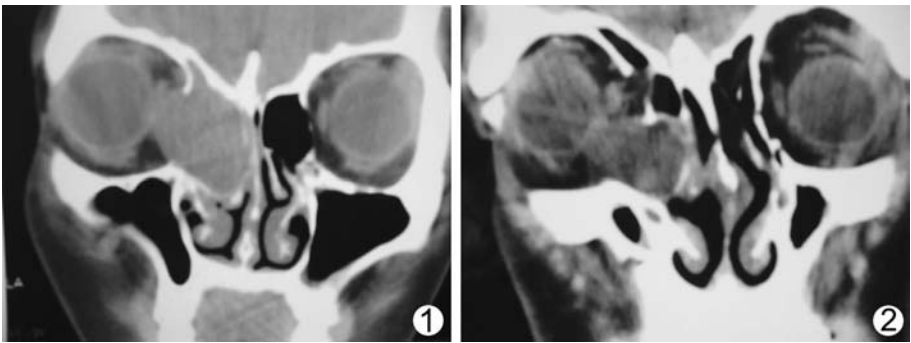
左侧筛窦内见一不规则形态、软组织样密度影充填,CT 值约 45 Hu,最大截面约 3.5 cm×2.5 cm,骨质呈“气球样变”,推压鼻中隔轻度右移位,左眶内侧壁弧形外凸,左眶内直肌受累及;病变向前延及额窦,向后延及蝶窦。横断扫描见:蝶窦内侧壁与左眼环内侧相接触,病变内见骨嵴影;增强扫描:病变未见明确强化改变 图 2 左侧筛窦内见一大约 3.0 cm×1.5 cm×2.3 cm 的囊性低密度灶,CT 值约 5 Hu,边界清楚,外缘环以完整的稍高密度影,厚度达 1.0 mm,CT 值约 43 Hu;病灶压迫邻近骨质使之变形、移位,局部凸入左侧眶内,左眶内壁破坏(局限性骨质缺损),左侧眼球受压变形
